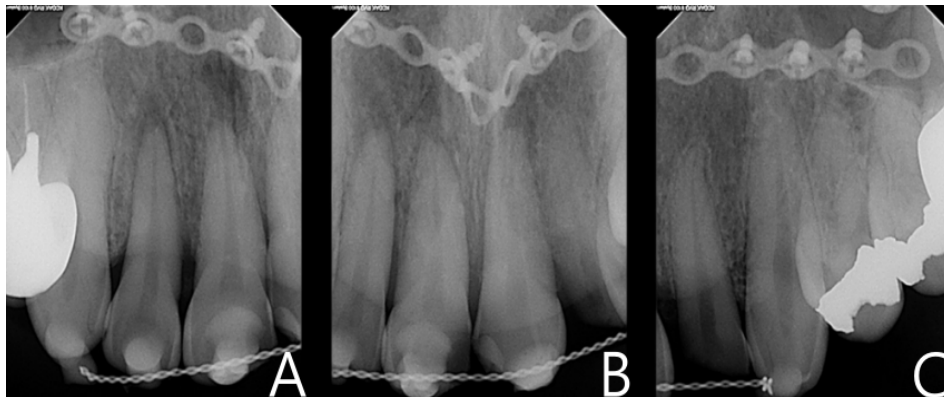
(A-C) Periapical x-ray images of injured teeth. Radiolucency and root resorption at tooth apex.
